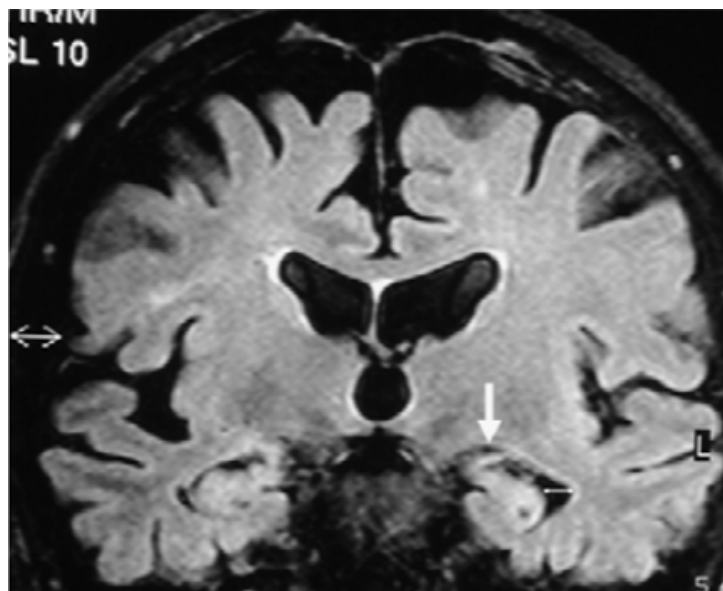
Atrofia del lóbulo temporal a través de imagen coronal de Resonancia Magnética. Se muestra el método de medida del ancho de la asta temporal del ventrículo lateral (flecha doble) y la cisura coroidea (flecha gruesa). (Foto tomada de [16])
